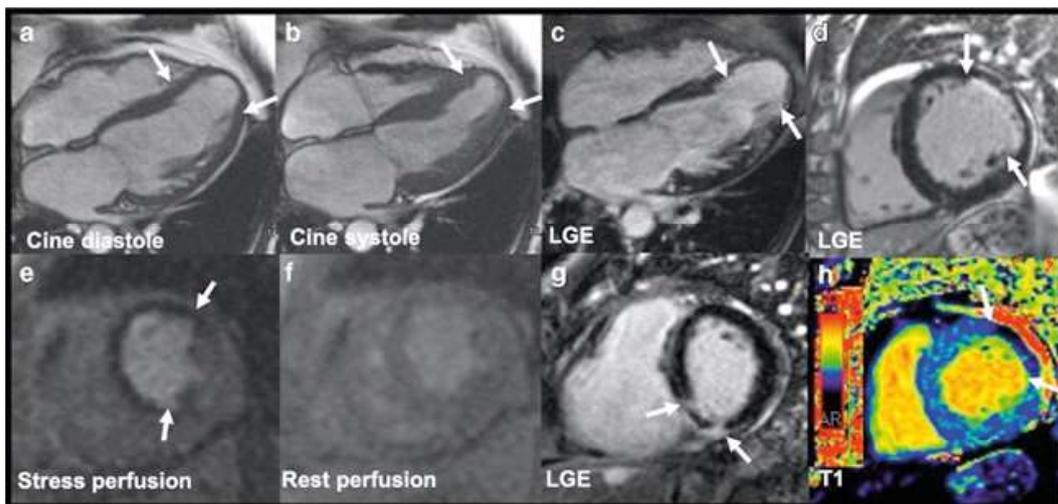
Магнитно-резонансная томография сердца при ишемической кардиомиопатии, с поздним усилением гадолиния, стрессовой перфузией, выявлены обструкция мелких сосудов и кровоизлияния:
